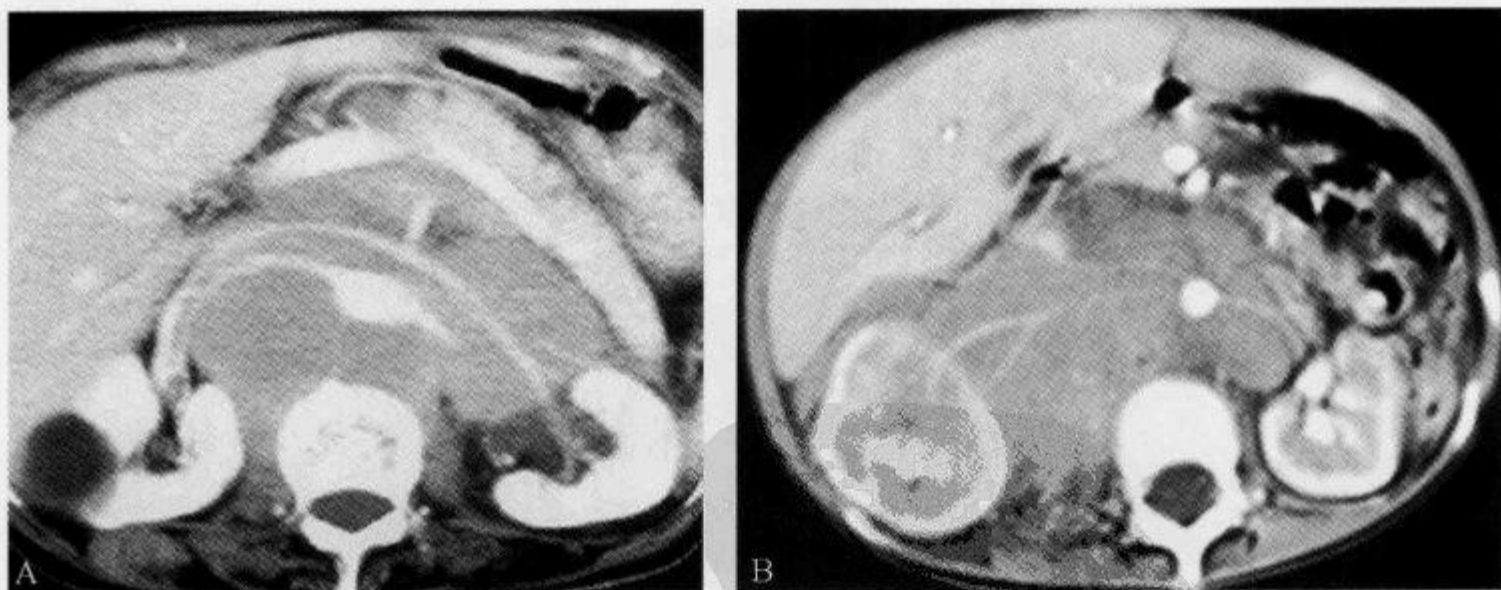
腹部 CT 增强扫描示“血管漂浮征”
